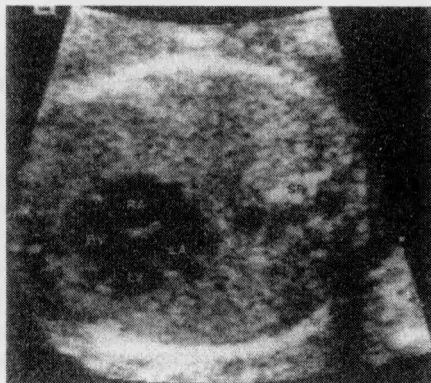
Эхокардиограмма грудной клетки плода в поперечной проекции на уровне сердца. Видны 4 нормальные камеры сердца. RA — правое предсердие; LA — левое предсердие; RV — правый желудочек; LV — левый желудочек (воспроизводится с разрешения JS Carvalho, Royal Brompton Hospital, London, UK)
